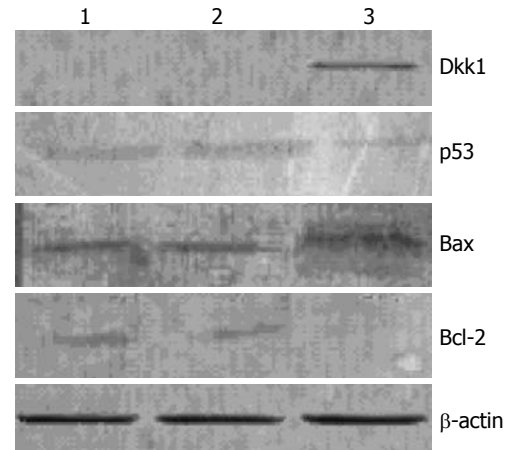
Western blot分析结肠癌CT26细胞总蛋白中的p53、Bcl-2、Bax蛋白水平。1: 未转染; 2: 转染空载体; 3: 转染pcDNA3.1(+)-Dkk1。
